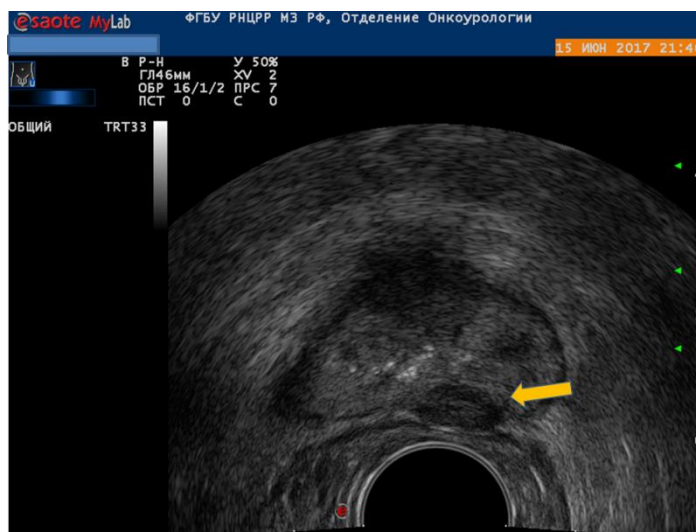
ТРУЗИ. Характерная картина гипоехогенного очага в периферической части левой доли при раке предстательной железы.
